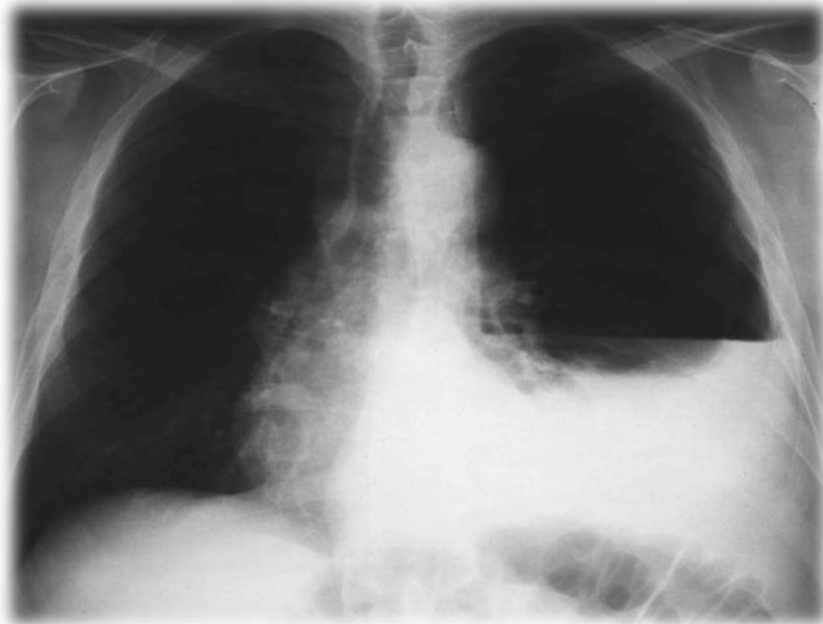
radiografia di un paziente con versamento pleurico sinistro
